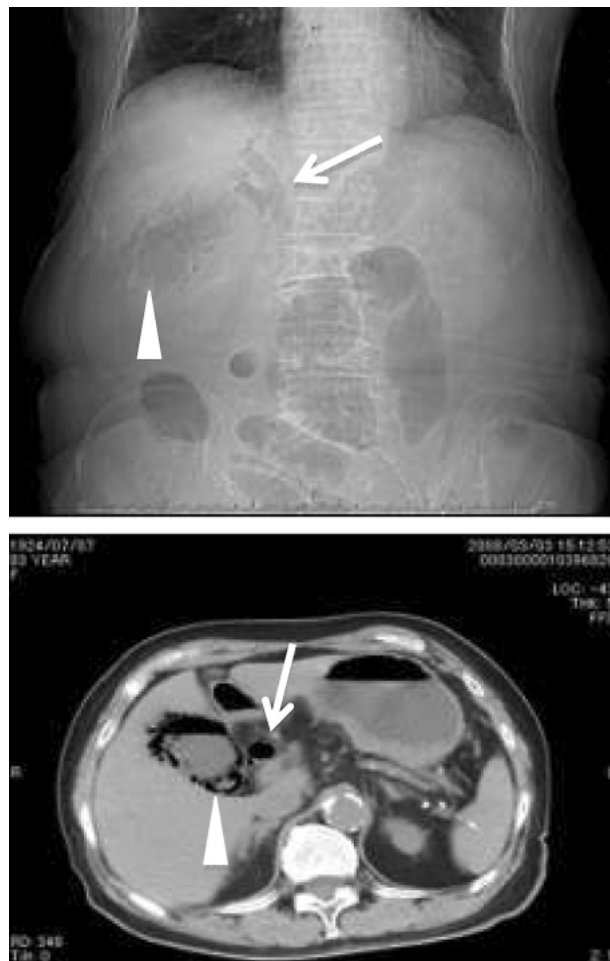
気腫性胆嚢炎 83歳女性 CTのscout view：胆道に一致した異所性ガス濃度（矢印）が見られる。特に胆嚢壁のガス濃度（矢頭）は、典型的な気腫性胆嚢炎の像である。単純CT：胆嚢壁（矢頭）や内腔そして総胆管内（矢印）にも異所性ガス濃度が目立つ。
